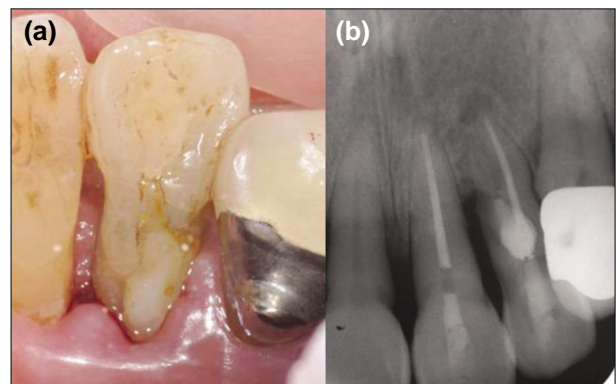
Seventeen months follow-up. Clinical photo (a) and periapical radiograph (b).
